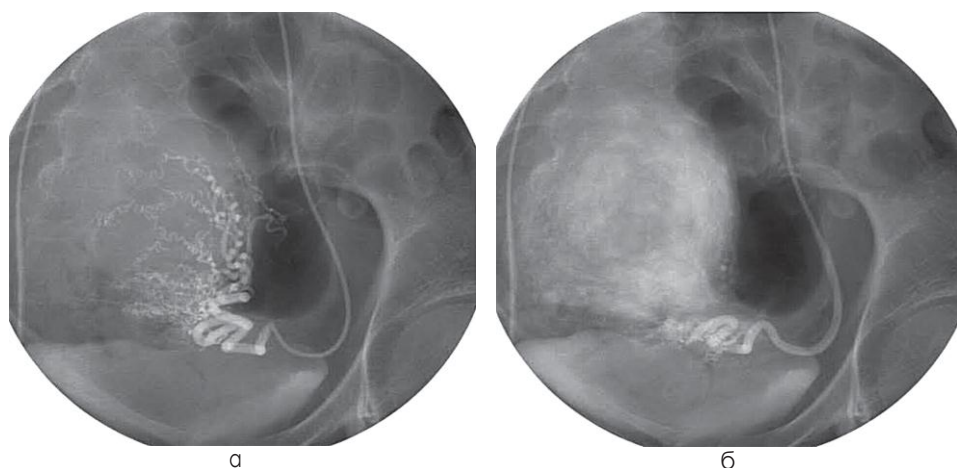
(а, б). Рентгенологическая картина перифиброидного сплетения до и после эмболизации маточных артерий
